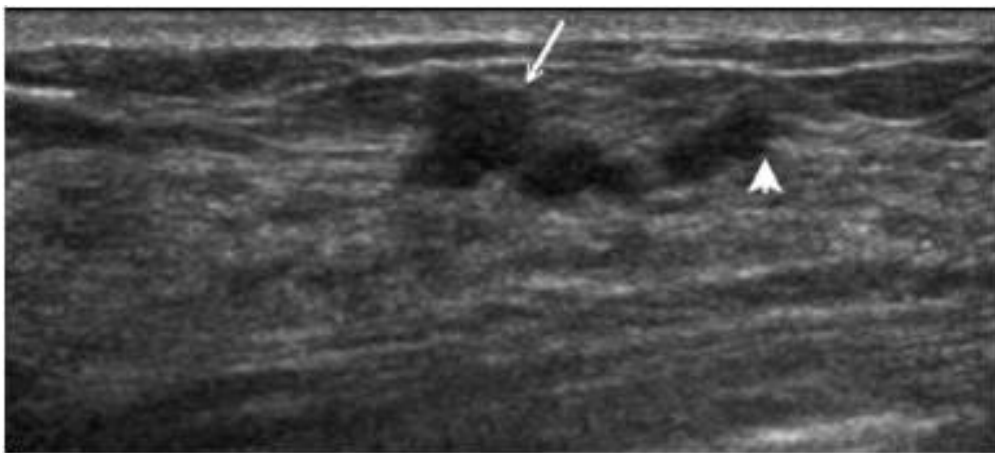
乳管內乳突癌併乳頭出血。（ Radial view ，圖片右側為乳頭方向）。圖中可見乳管擴張呈扭曲狀，乳管內有同超音波迴音（ isoechoic ）的乳突狀增生。病兆後無超音波減損。
